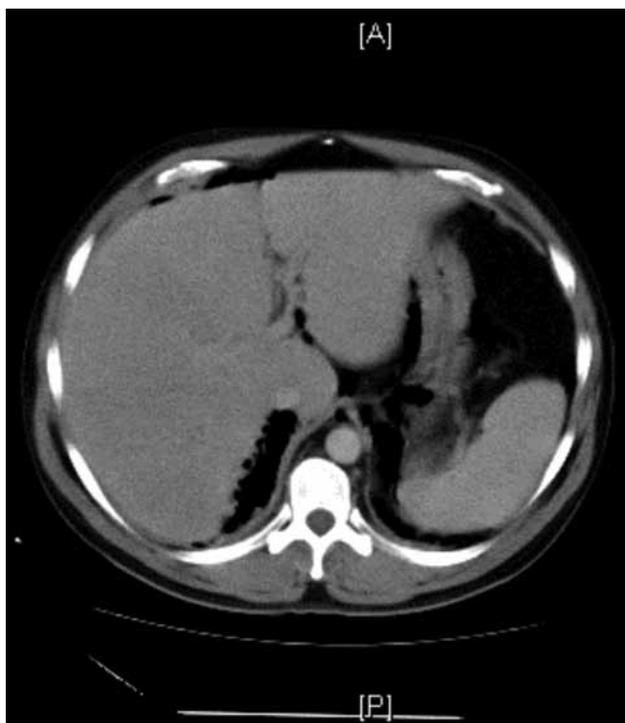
Tomografía Axial Computarizada. Neumoperitoneo. Neumoretroperitoneo.
